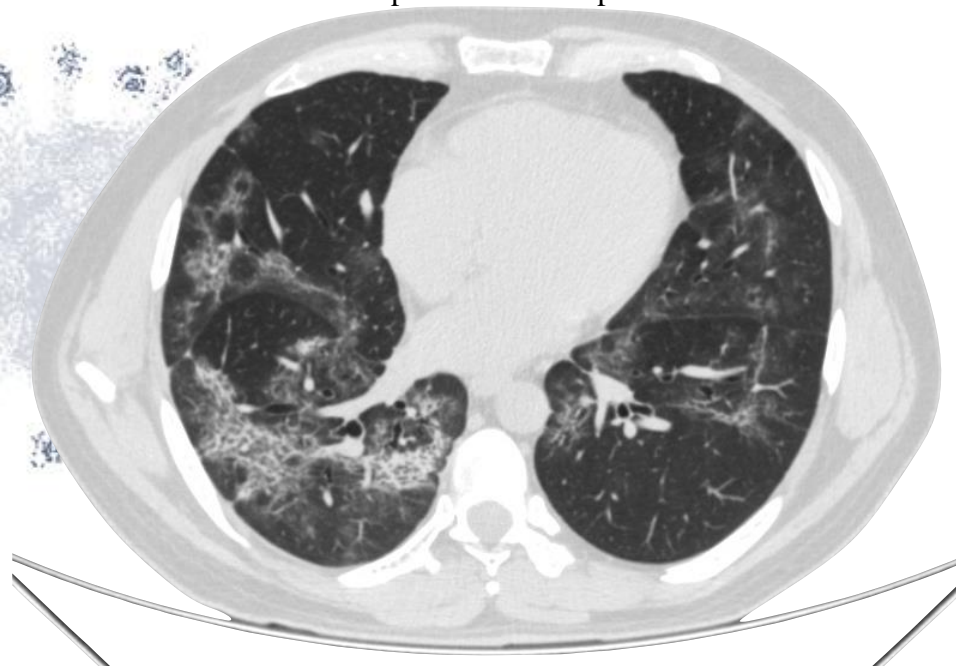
Imagem axial de tomografia do tórax em nível cardíaco de tomografia de evolução demonstrando redução das opacidades em vidro fosco e associação de espessamento de septos interlobulares, configurando padrão de pavimentação em mosaico. Observa-se ainda desaparecimento do pneumomediastino neste nível.
